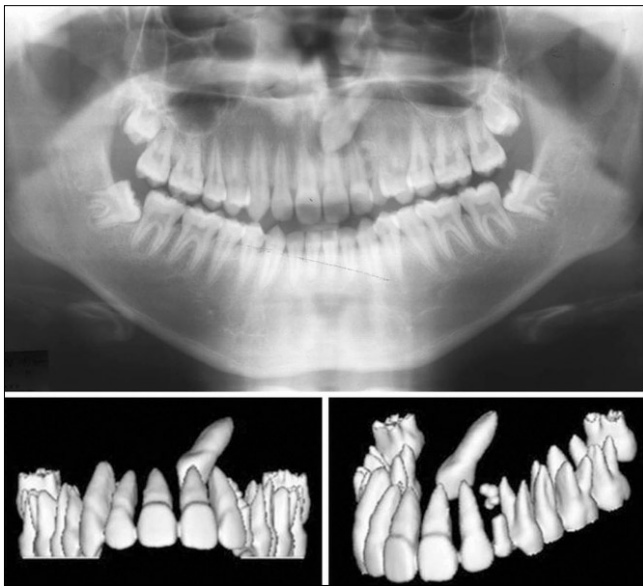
Pretreatment panoramic radiograph and 3D dental CT. The crown of maxillary left canine is located palatally near the apex of left central and lateral incisors, and complex type odontoma is located near the apex of maxillary left deciduous canine.
